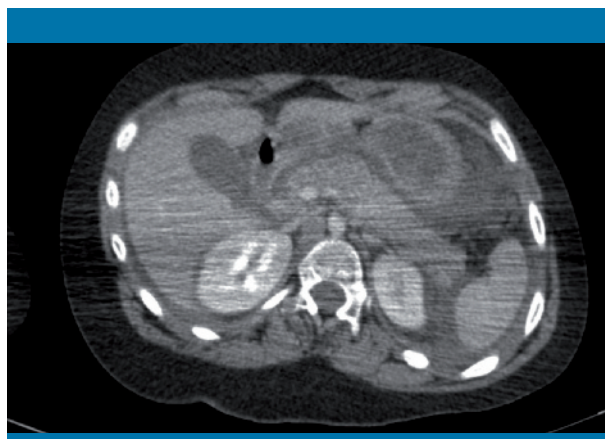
TC abdominal con hallazgo de aumento de tamaño de la glándula pancreática
